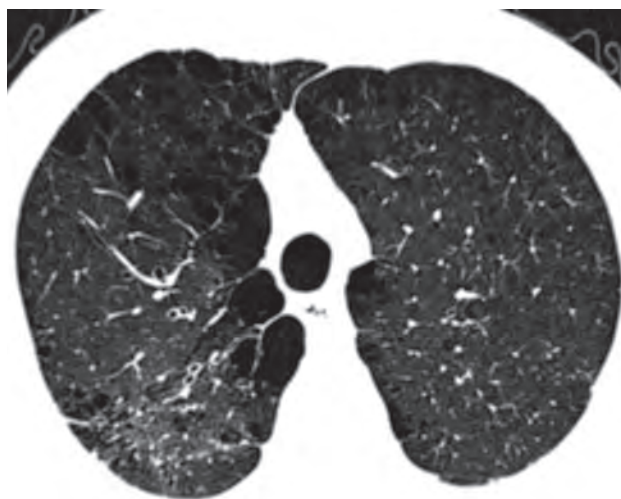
Компьютерная томография высокого разрешения. Эмфизема. В обоих легких тонкостенные воздушные полости панлобулярной и парасептальной эмфиземы
